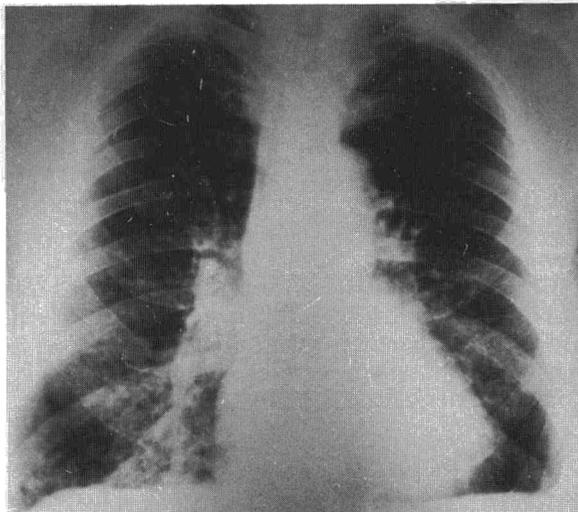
Radiografía simple de tórax.
